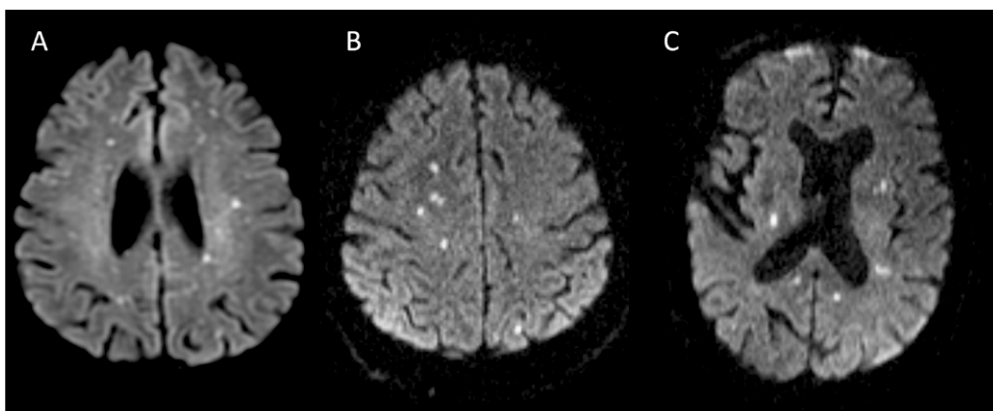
MRI Brain axial sequences showing multiple areas of diffusion restriction from case 1 (A), case 2 (B), and case 3 (C).
